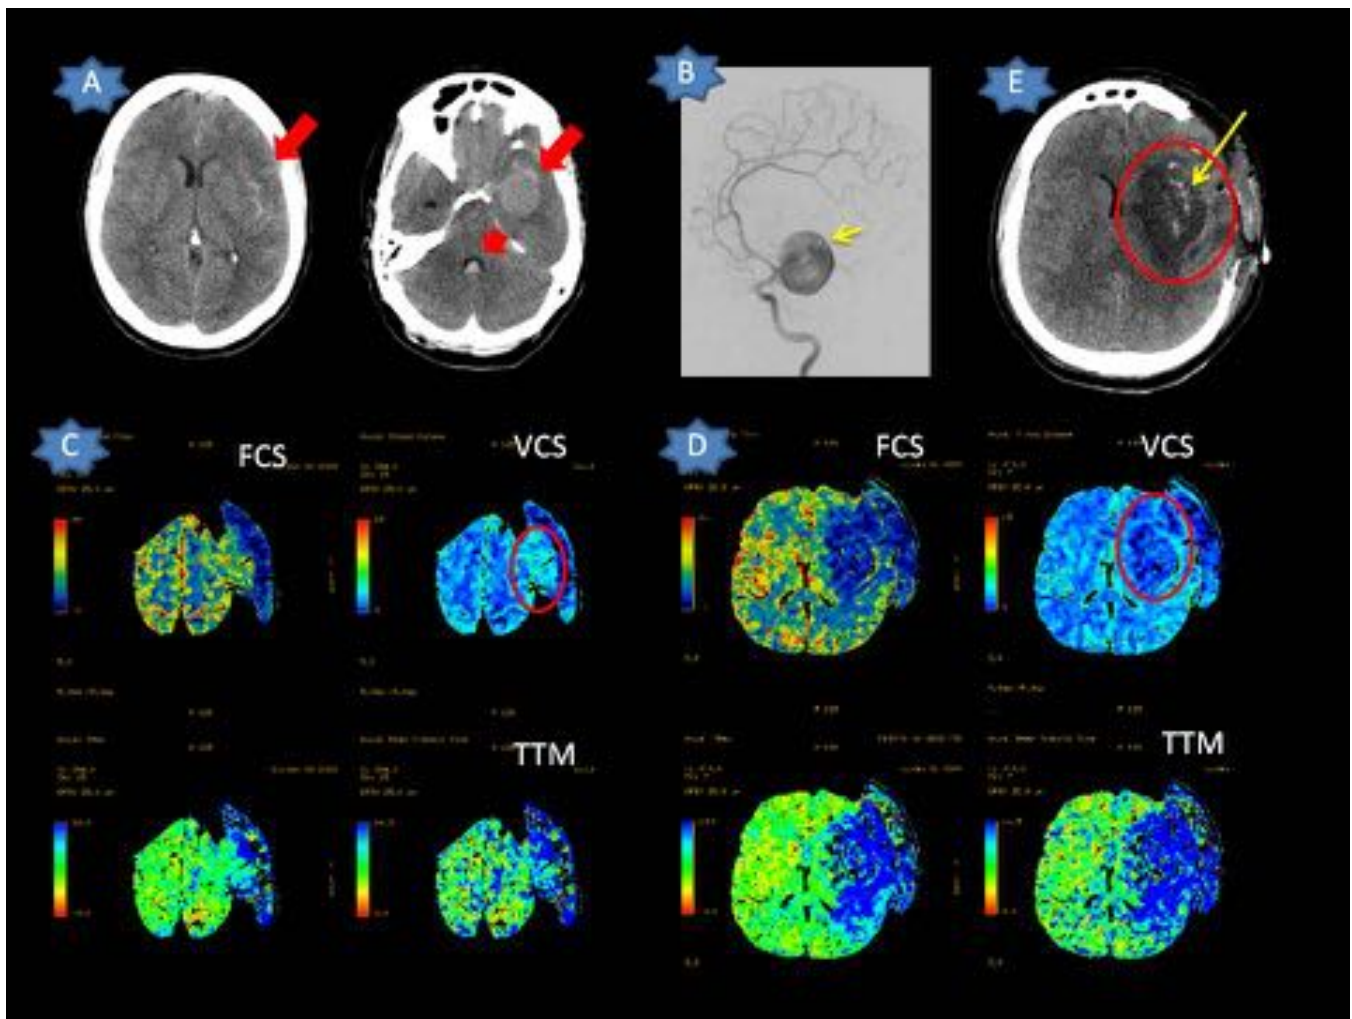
Mujer de 33 años que llega al servicio de urgencias con HSA grado IV (flecha roja corta) visualizada en el TC sin contraste realizado a su llegada (A).
